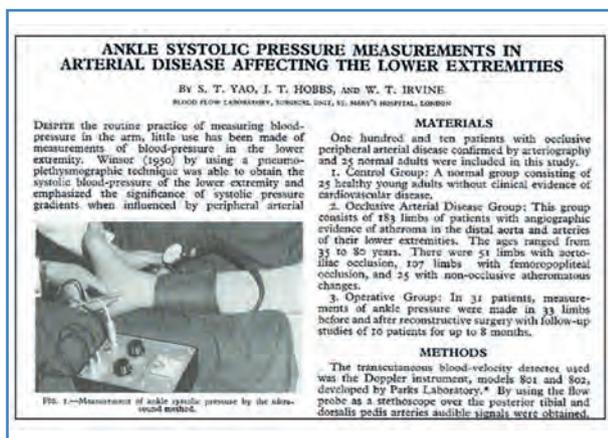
Primera página de la publicación original (Yao ST, Hobbs JT, Irving WT. Ankle systolic pressure measurements in arterial disease affecting the lower extremities. *Br J Surg* 1969;56:676-9), en la que se aprecia el Doppler empleado y parte de la técnica del ITB.
